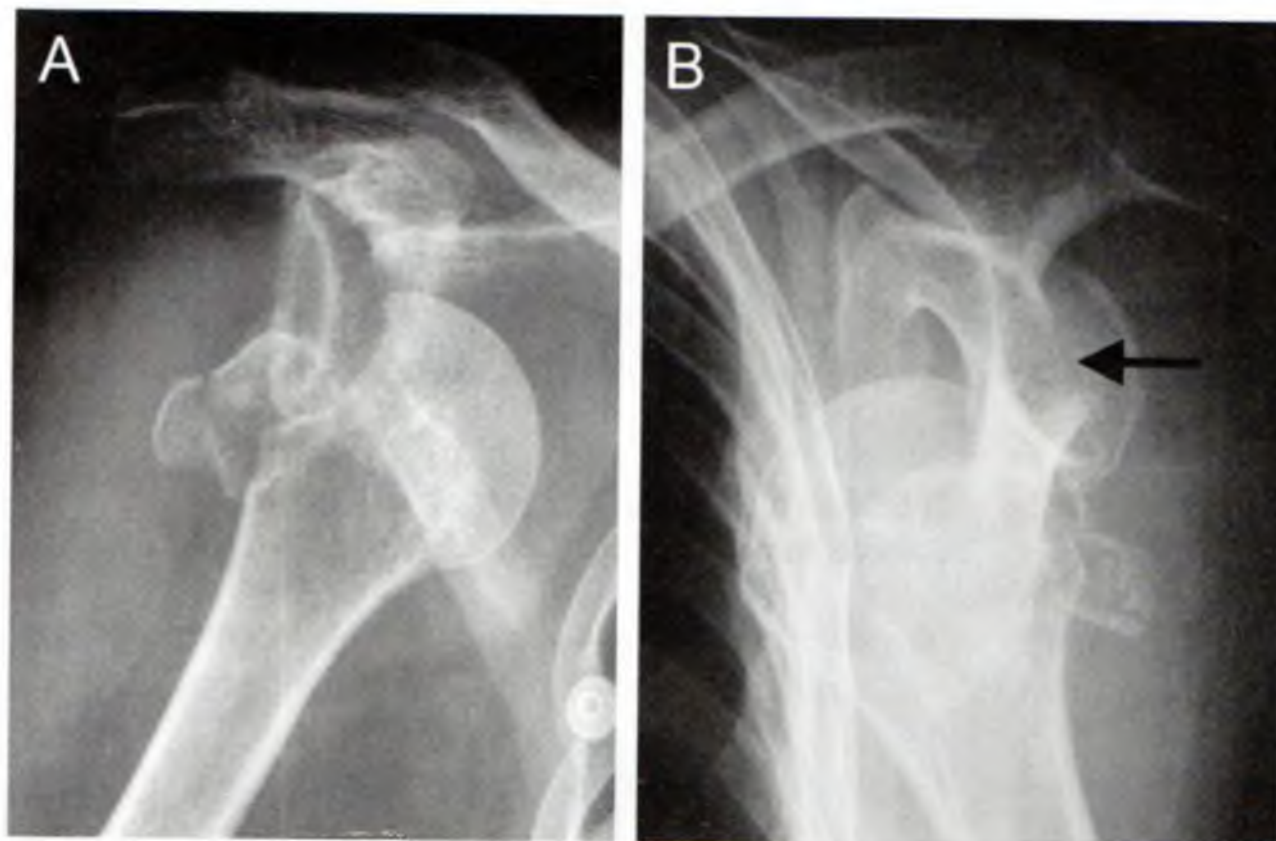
Radiographies de face (A) et de profil (B) d'une luxation antéro-médiale intra-coracoïdienne compliquée d'une fracture du tubercule majeur. La cavité glénoïdale est fléchée en noir sur l'incidence de profil
